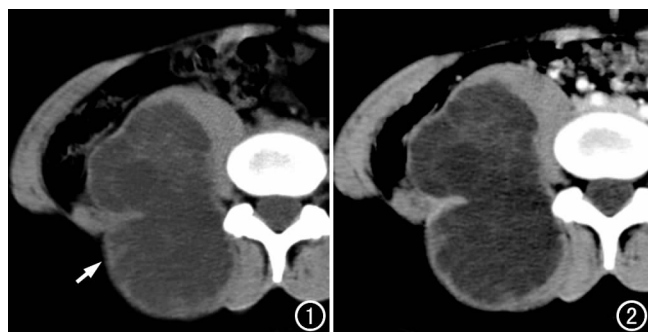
CT 平扫示右后腰部胸腰筋膜内哑铃状囊性低密度灶(箭),囊壁均匀,其内可见多发大小不等的小囊状分隔影,病灶边缘清晰,占位征象明显。图 2 CT 增强扫描示囊内无明显强化,囊壁及其内分隔轻度强化。
